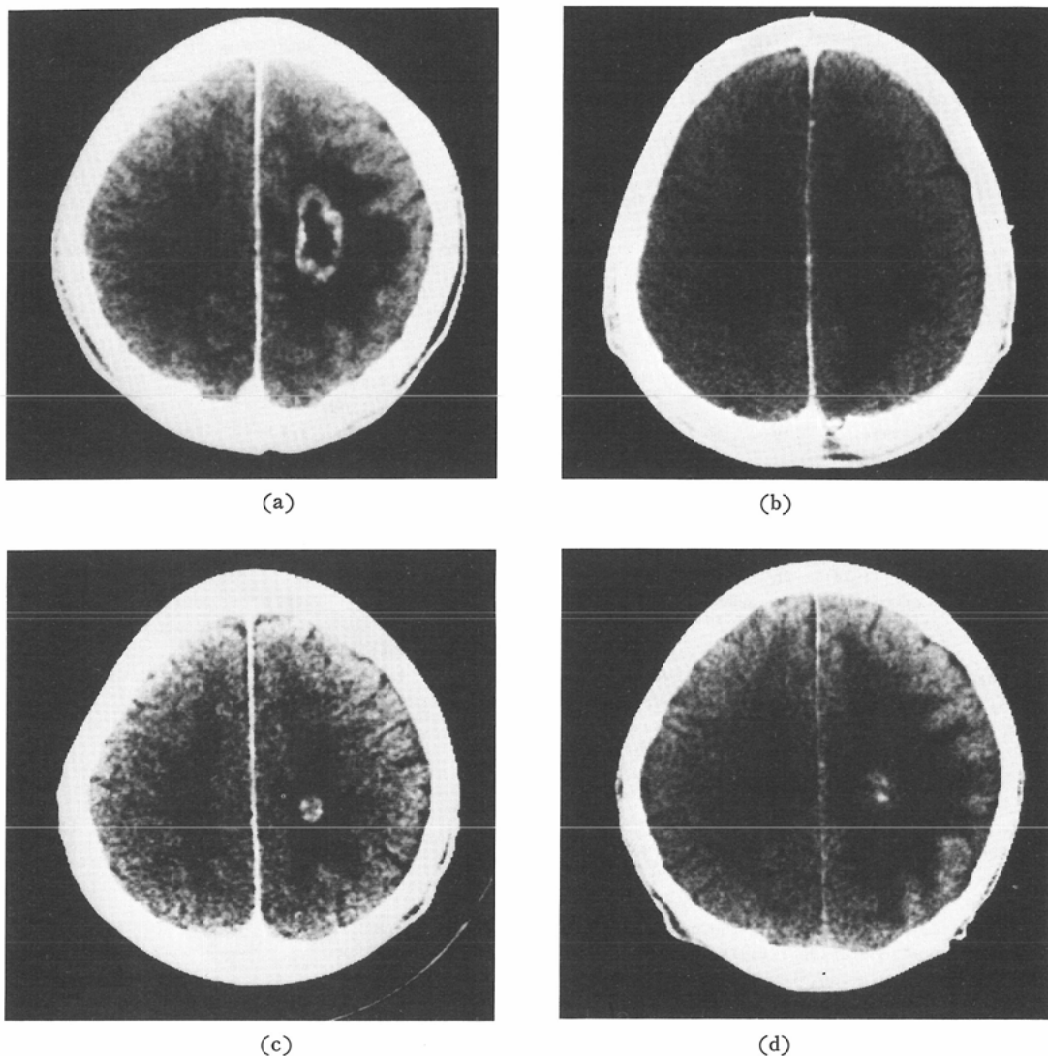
The patient with the brain metastasis from undifferentiated carcinoma of the lung is male and 55 years old. (a): CT images before 40 Gy whole brain irradiation, (b): just after treatment, the tumor disappeared. (c): 6 months after treatment, the tumor recurred. (d): 12 months after treatment. 14 months after treatment, the metastasis to the spinal cord occurred and was irradiated. At present, the patient is surviving with the recurrent brain metastasis.
